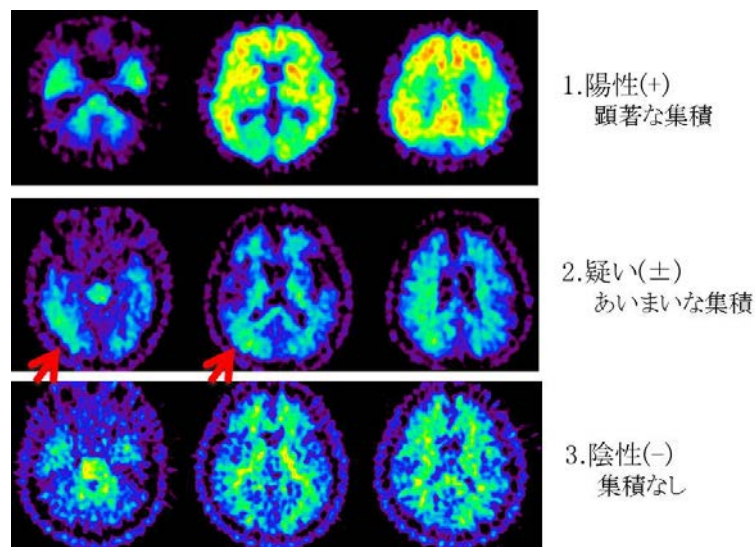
J-ADNI PET QC 手法から引用
